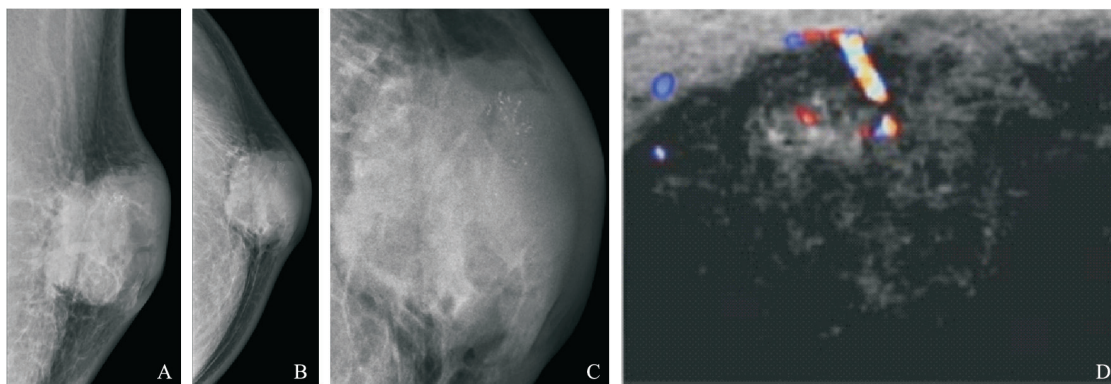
1例40岁男性左乳浸润性导管癌患者的X线摄影和超声诊断图像
